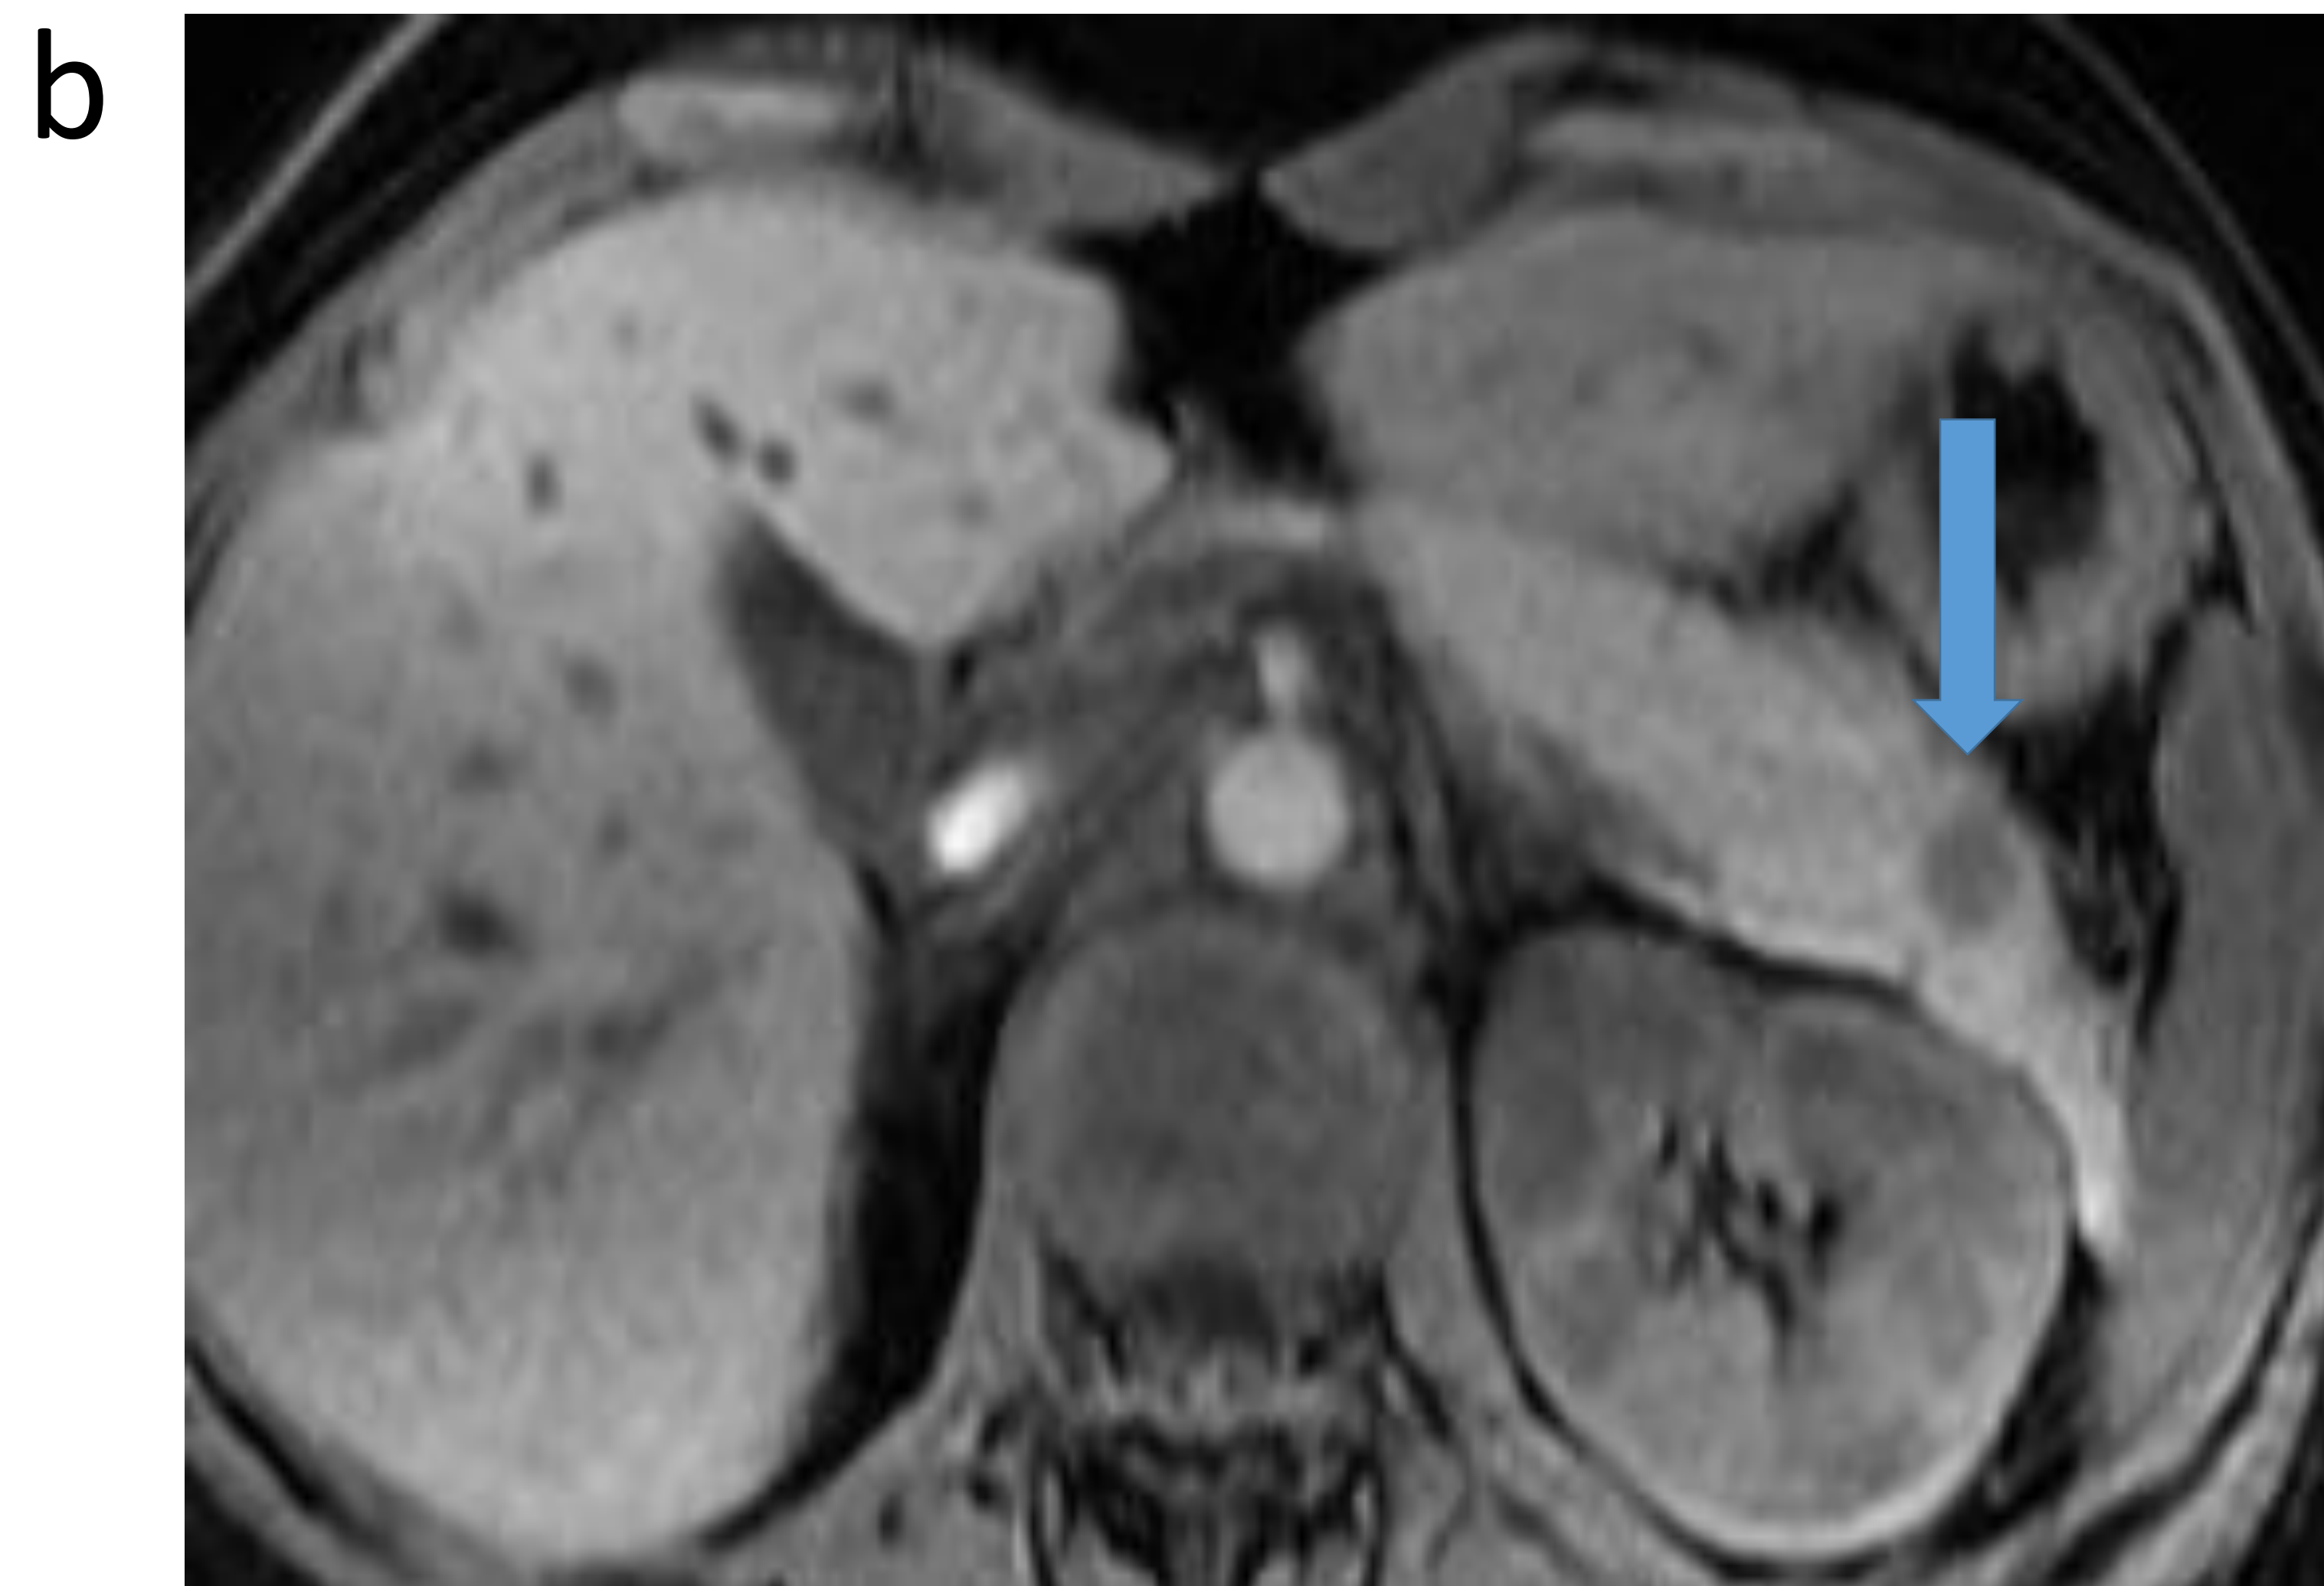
a) TC en fase arterial: nódulo hipocaptante (atípico) en cola de páncreas. b) en estudio de colangioRM: nódulo hipointenso en secuencias EG T1 y ligeramente hiperintenso en FSE-T2
